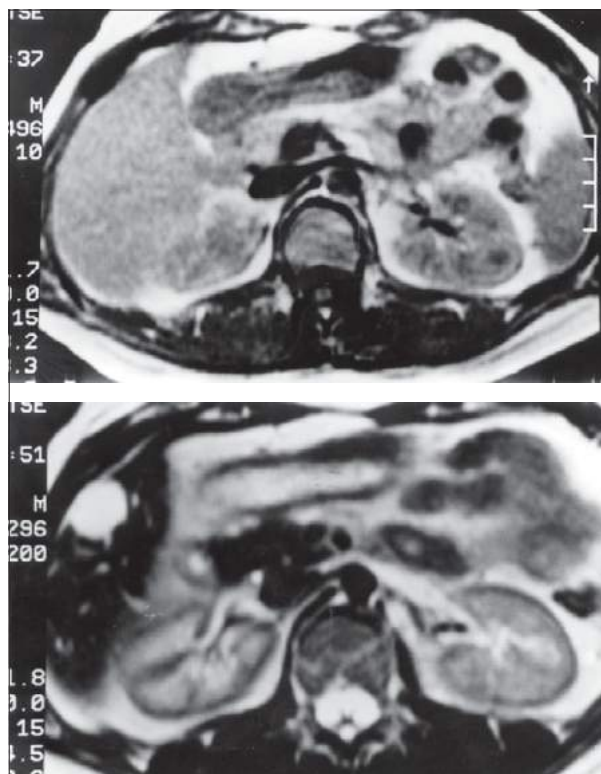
A, RM renal normal; imagens ponderadas em T1. B, RM renal normal; imagens ponderadas em T2. Em T1 o liquor aparece escuro, e em T2, hiperintenso.
